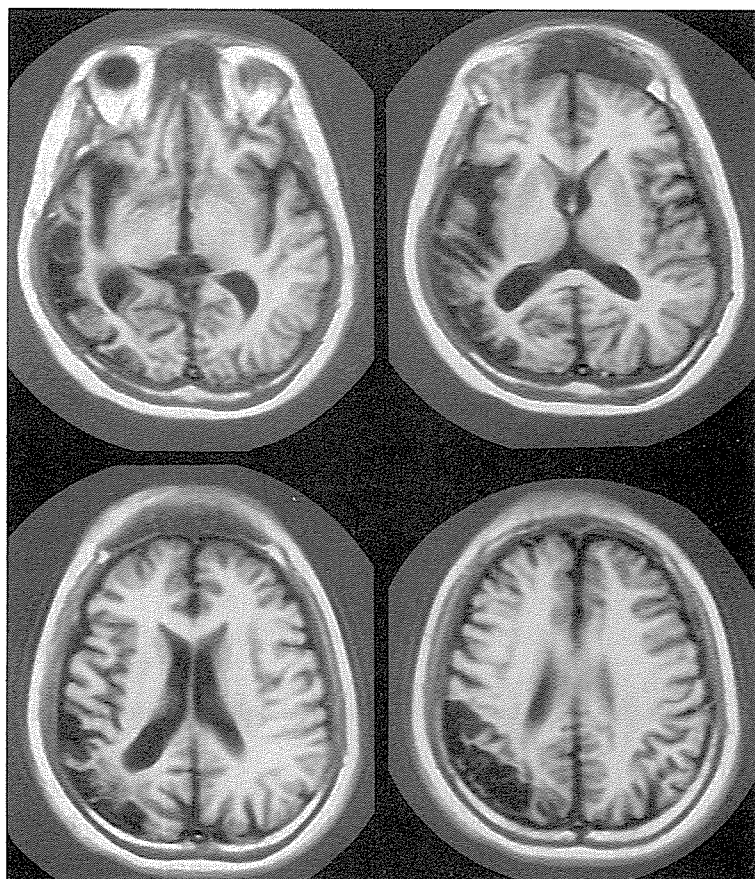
1987年2月3日に施行したMRI (T1強調画像, 0.5テスラ, TR: 2080ms, TI: 500ms)
